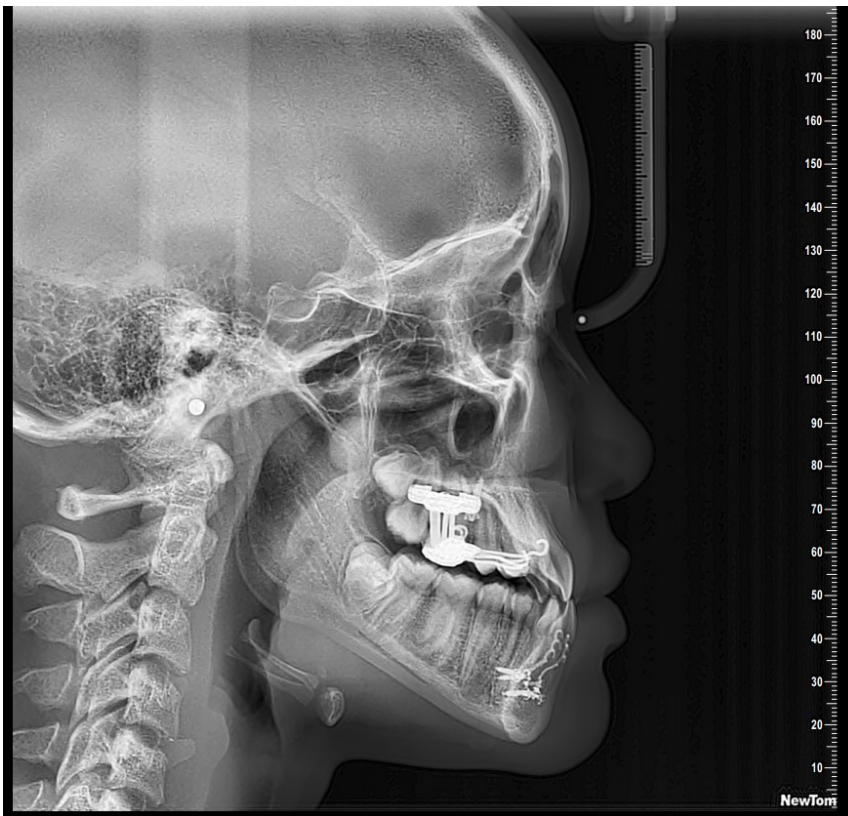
Telerradiografia de Perfil após 10 meses de tratamento.
